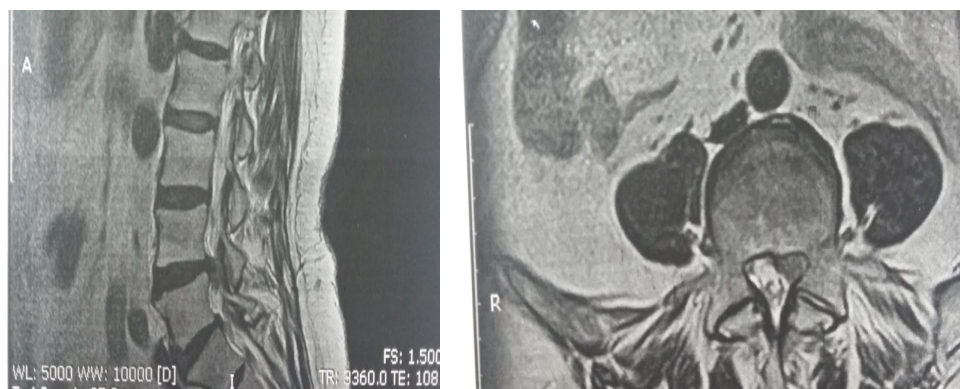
МРТ больной Е. до операции.
